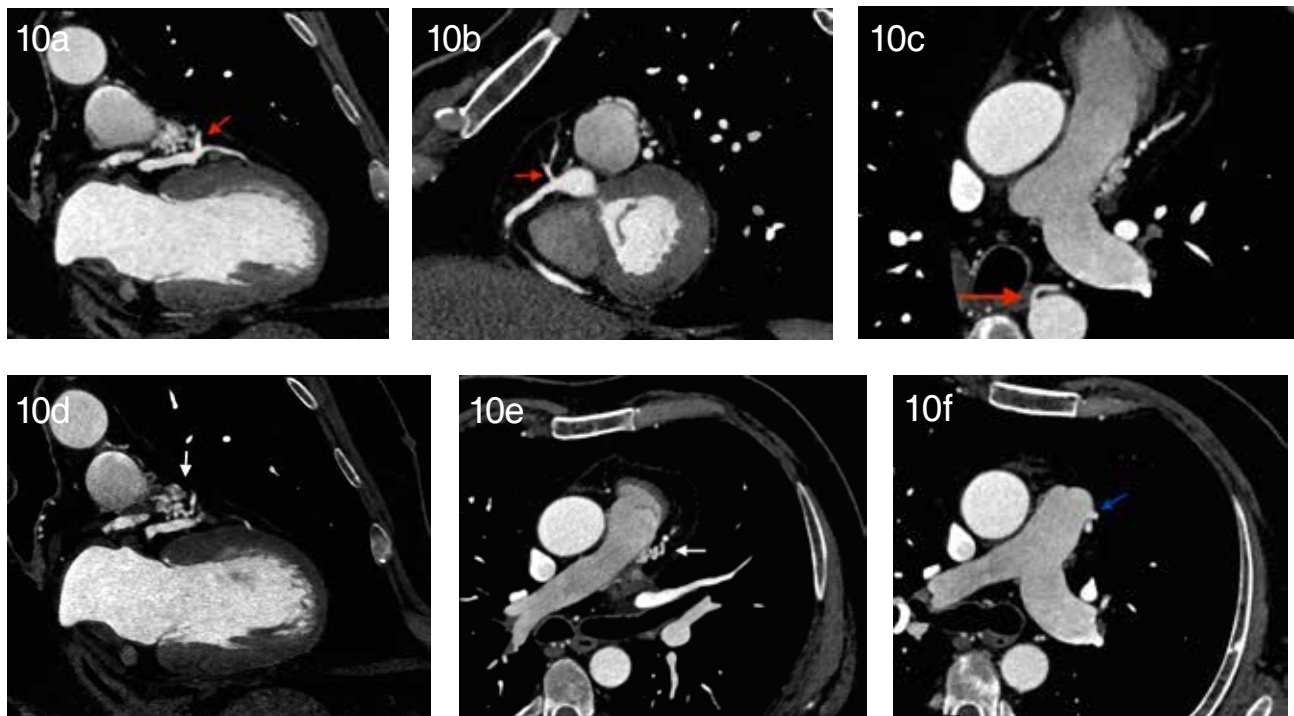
Paciente masculino de 64 años, en estudio por riesgo alto de enfermedad coronaria. Angiotomografía coronaria con MPR en múltiples planos, que demuestra fístula coronaria. Se identifican tres vasos aferentes arteriales, en arteria descendente anterior indicado en figura a, en arteria coronaria derecha mostrado en figura b y en aorta (arteria bronquial) como se visualiza en la figura c (flechas rojas). Ovillos vasculares se logran observar en las figuras d y e (flechas blancas), mientras que se objetiva un vaso eferente, en figura f, que llega al tronco pulmonar (flecha azul).
